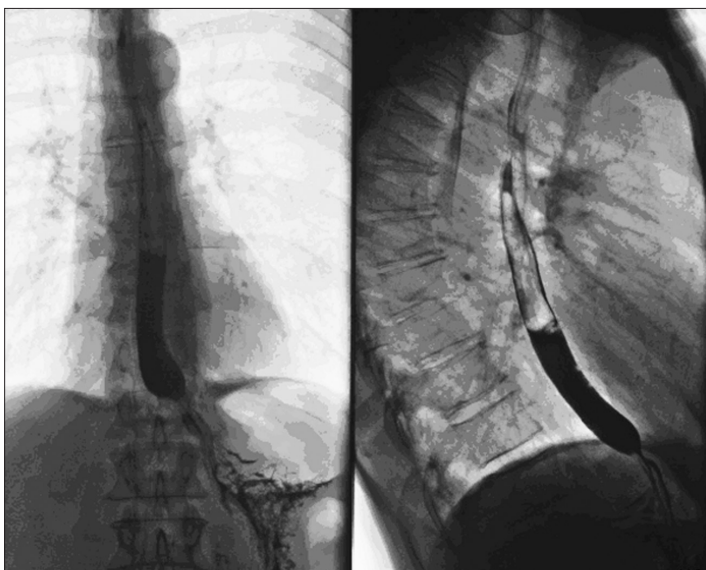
Рентгенограммы в вертикальном положении пациента спиной к приемнику рентгеновского излучения на первом глотке контрастного вещества и левым боком к приемнику рентгеновского излучения на втором глотке
